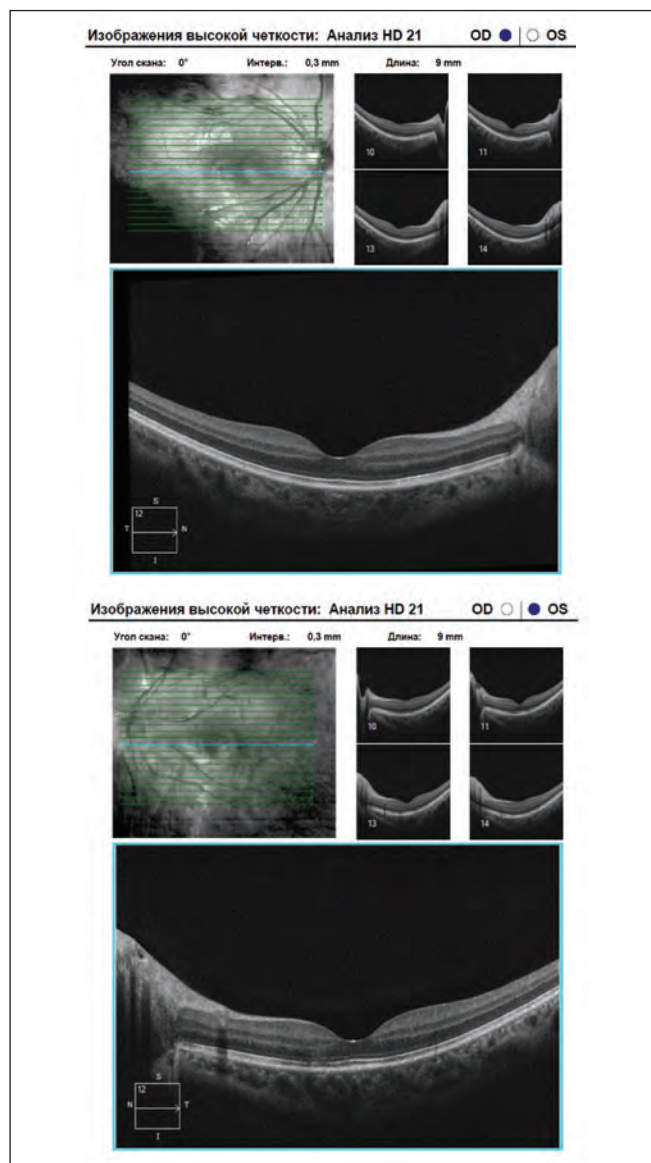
Optical coherence tomography of the optic nerve disc and macula during examination on 20.02.2023
